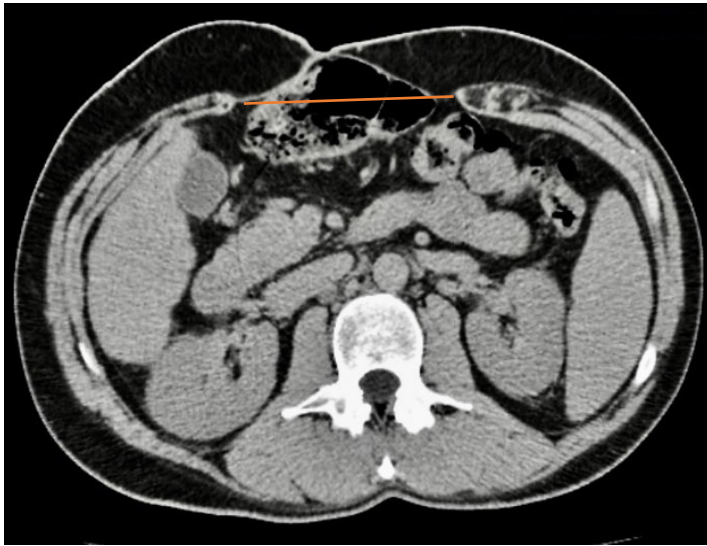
КТ пациента, перенёвшего открытый TAR до операции
